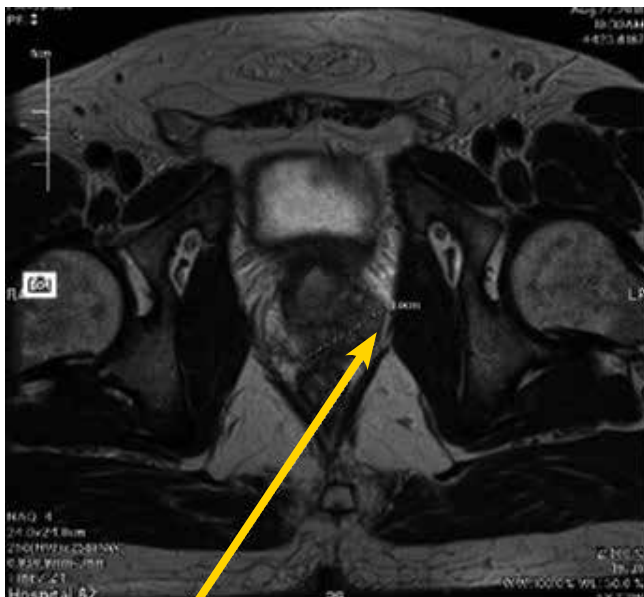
МРТ. Вростание в прямую кишку. 27.08.2010 г.
